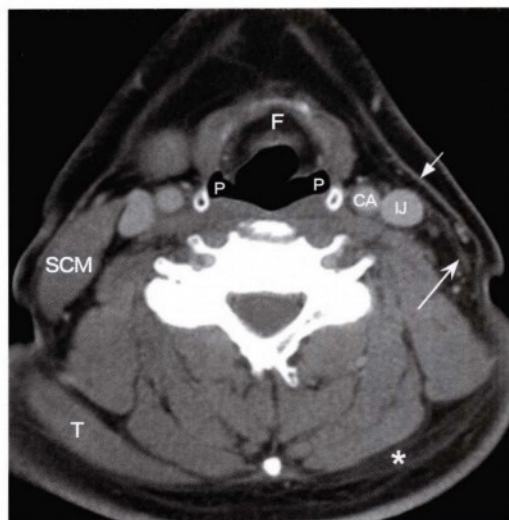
经声门上层面的轴位增强CT图像，显示左侧胸锁乳突肌（凹箭头）和斜方肌（星号）明显萎缩。右侧可见正常的胸锁乳突肌（SCM）和斜方肌（T）。可以看到左侧正常薄层、线状的颈阔肌（直箭头）位于左侧颈总动脉（CA），颈内静脉（IJ）和胸锁乳突肌预期位置的上方。注意会厌前脂肪（F）和充分气化的双侧梨状隐窝（P）的正常影像表现。与右侧相比，左侧梨状隐窝轻度扩张。
